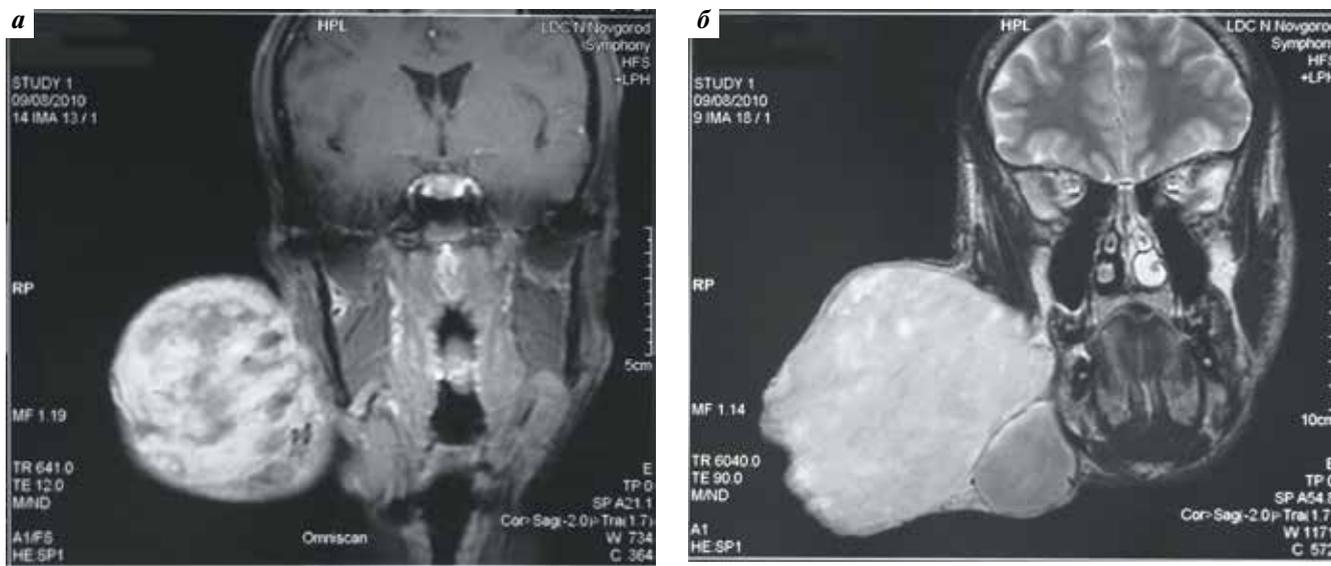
Пациент М., 25 лет. Магнитно-резонансная томография головы до операции
